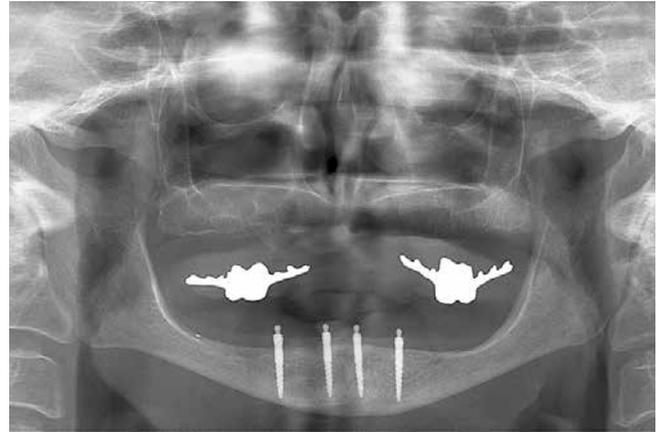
Abschließendes Röntgenbild. Vier CITO mini®-Implantate im Unterkiefer geben dem Zahnersatz seinen notwendigen Halt.
